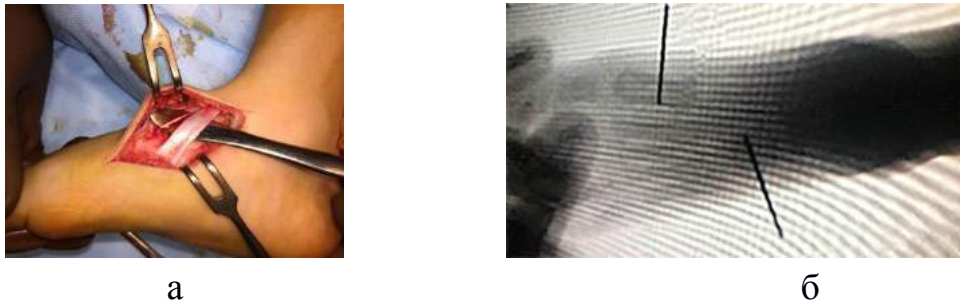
Фото інтраопераційних рентген-знімків пацієнтів під час виконання ТСПВМ: а) сплющений сухожилок ПВМ не має інсерції до клиноподібної кістки; б) мітками показано місце кріплення СПВМ, та III клиноподібна кістка.
